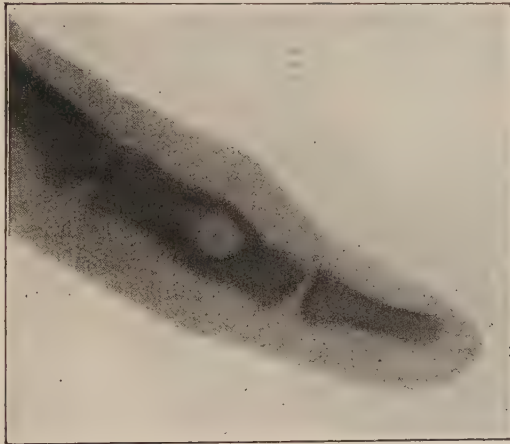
Spina ventosa* : radiographie.
